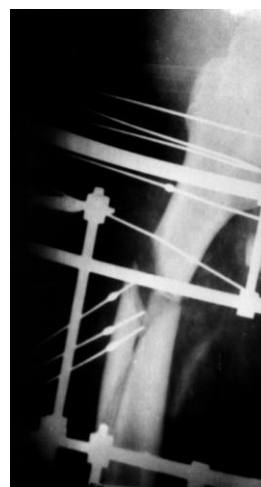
Рентгенограмма правого бедра больного С., 40 лет, после наложения устройства для репозиции и фиксации осколка (начальный этап).
